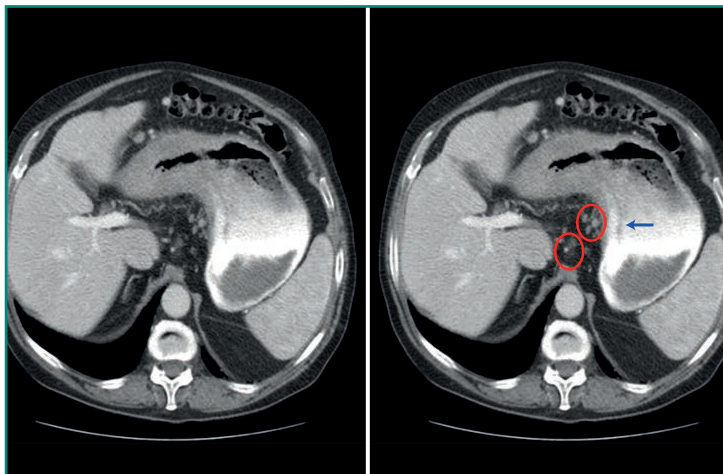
TC abdominal con doble contraste (sección horizontal): masa que afecta al cuerpo y antro gástrico, con carácter circunferencial (*flecha azul* en la imagen de la derecha) sugerente de linitis plástica. Se aprecian adenopatías patológicas en el territorio de la gástrica izquierda y ligamento gastrohepático (*círculos rojos*).
